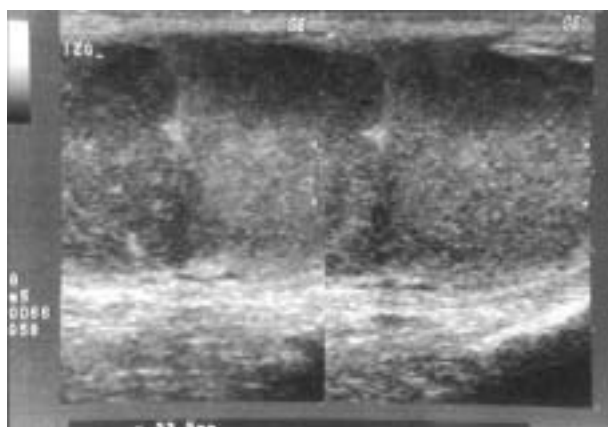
Ecografía testicular izquierda: tumoración sólida hipoeoicénica, de 1,9 x 1,4 cm, situada en el centro del parénquima.
